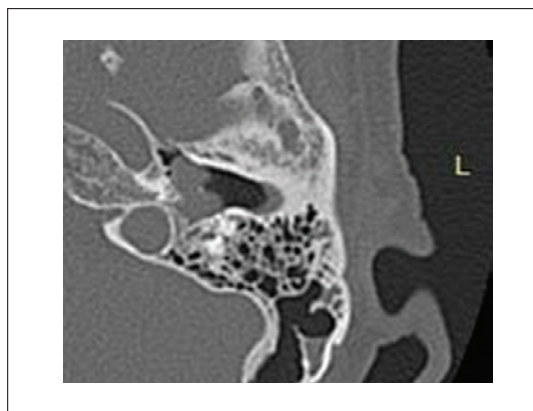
КТ левой височной кости, аксиальная проекция. Параганглиома, тип А: барабанная полость заполнена мягкотканым субстратом, деструкция луковицы яремной вены не определяется.
